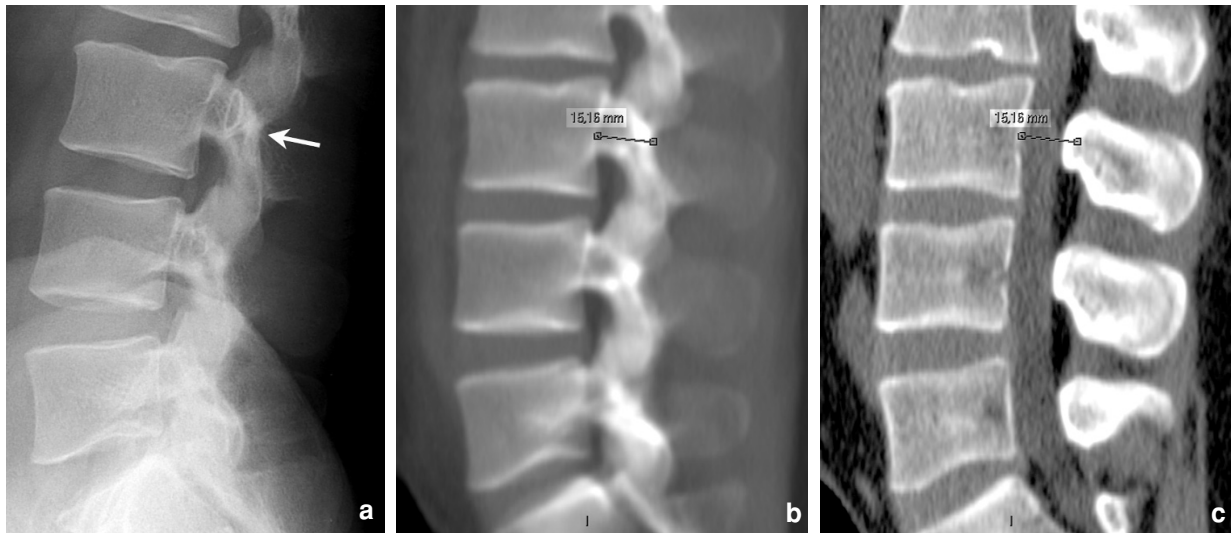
Piège du pseudo-repérage du canal osseux lombaire sur un cliché standard : a) la flèche que l'on est tenté de mettre pour désigner la limite postérieure du canal correspond, en fait, au versant postérieur des isthmes interapophysaires ; b) pour cette même colonne, la mesure erronée effectuée en utilisant ce repère postérieur est illustrée sur une image de reconstruction sagittale TDM en coupe très épaisse simulant une radiographie standard ; c) avec les repères inchangés, la même reconstruction sagittale, mais en coupe fine cette fois, montre que le canal est en réalité beaucoup plus étroit que ce qui était faussement évalué sur les figures a et b.
